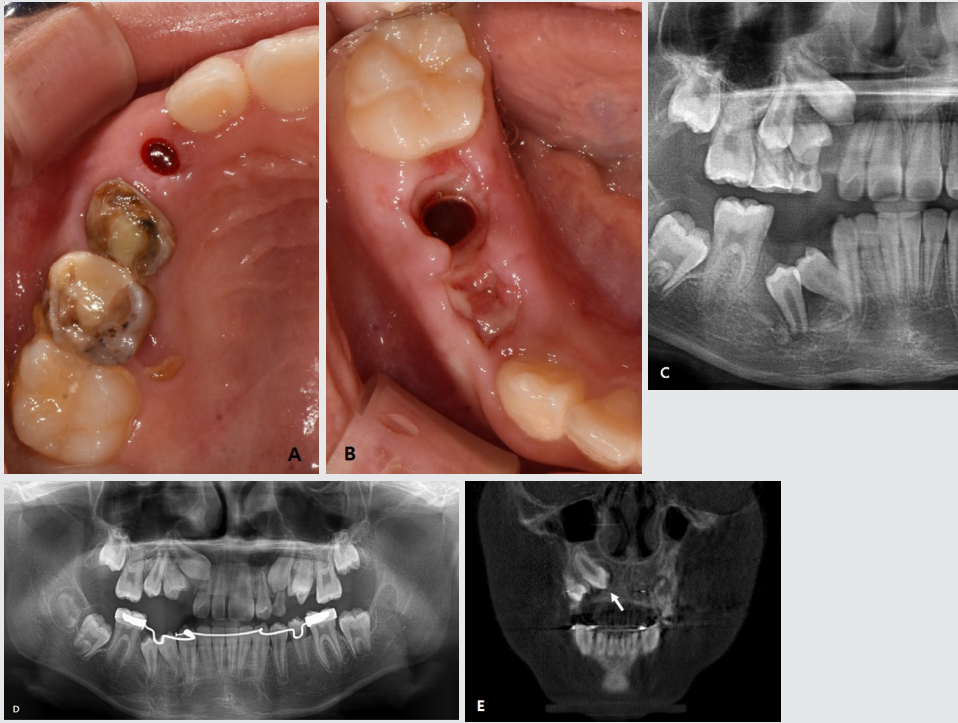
Preserved extraction sockets of right maxillary canine (A) and right mandibular second premolar (B) for decompression. At 2 months after decompression (C), 4 months after decompression (D). CT view (E) shows a diminished cystic lesion (white arrow).
